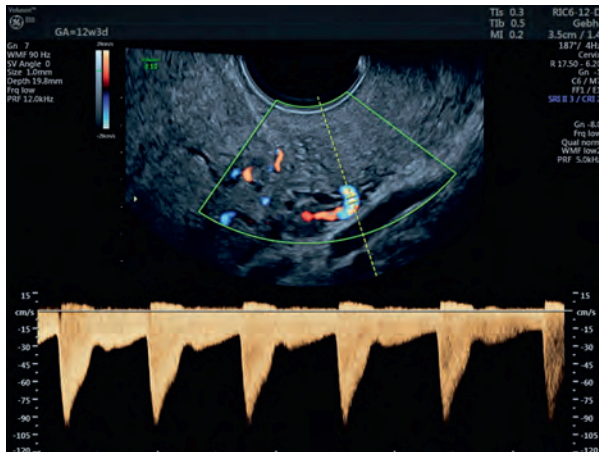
PW-Doppler der A. uterina, 12 + 3 SSW
